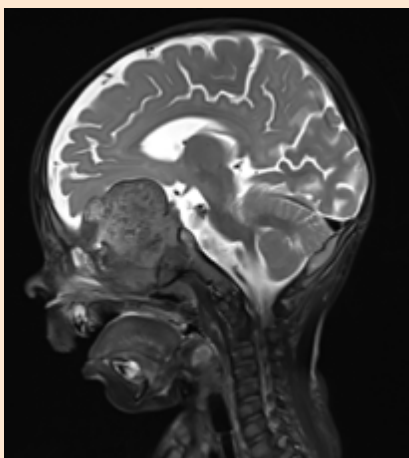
МРТ головного мозга у ребенка 5 мес. Отмечается метастатическое поражение головного мозга у пациента с 4-й стадией нейробластомы. А. Фронтальный срез. Б. Сагиттальный срез. (фото из личного архива).
